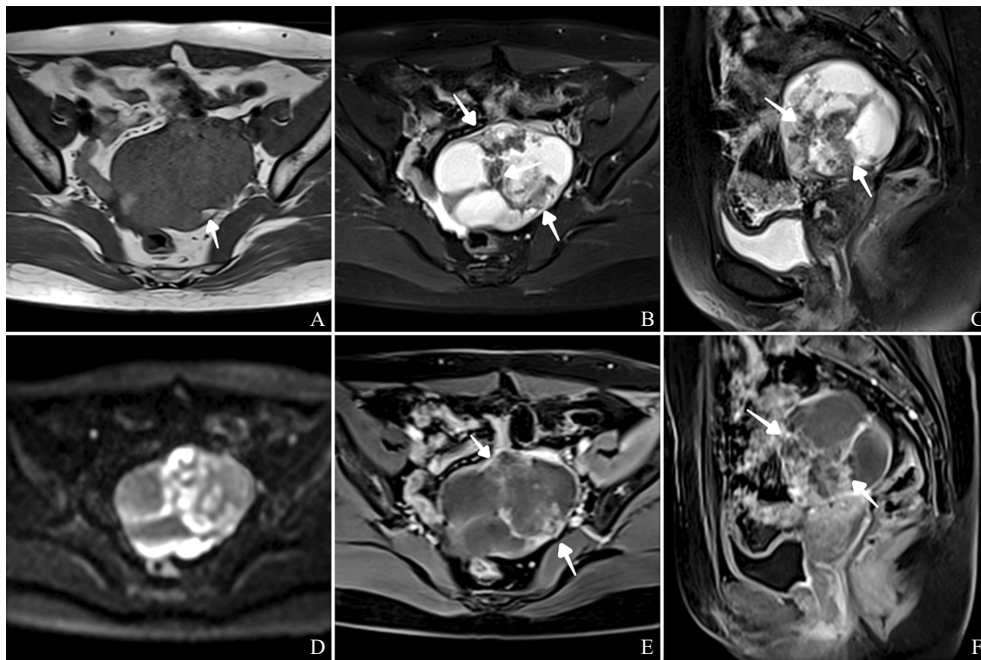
典型病例1 (患者, 女性, 57岁, 左侧卵巢内膜样癌 I 级, 起源于内膜样囊肿) MRI 图像
